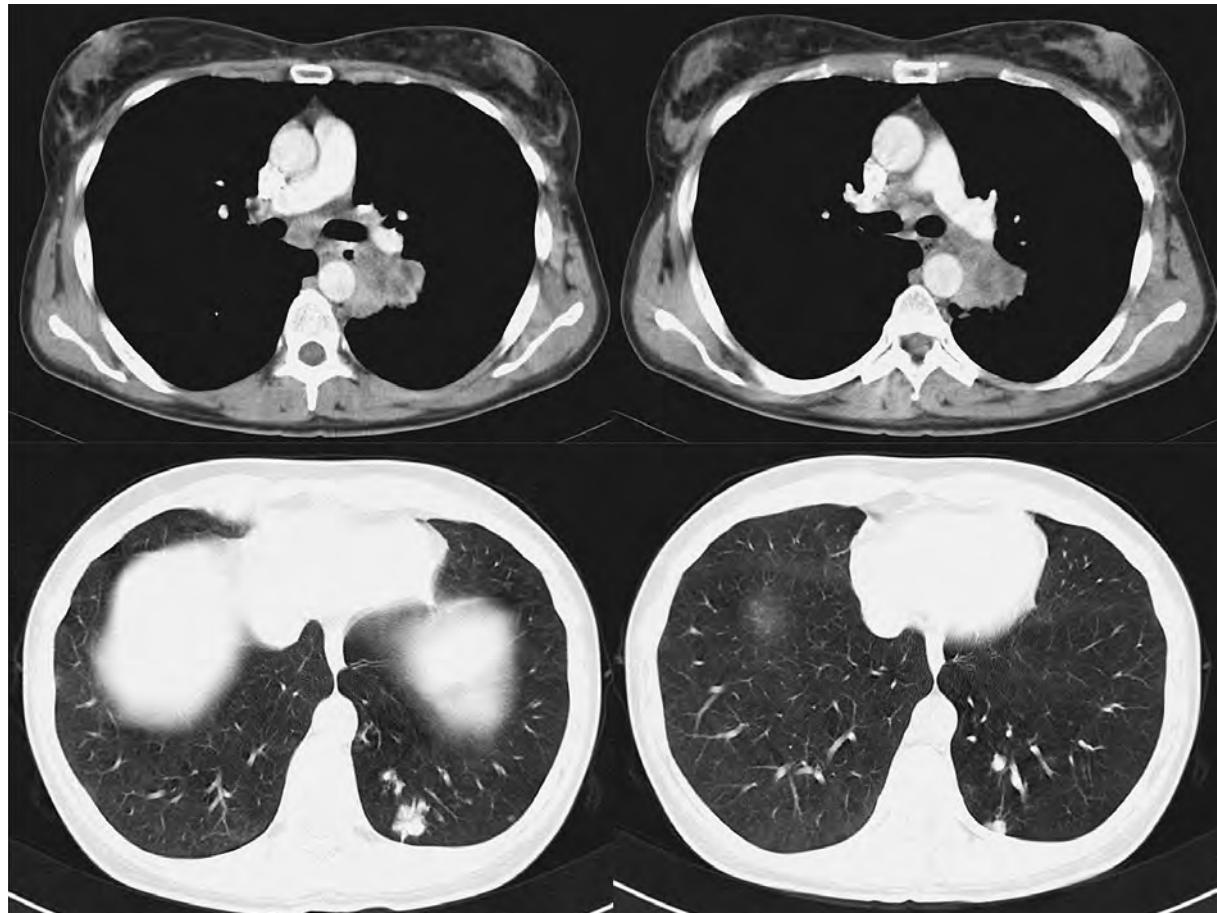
TC torácica inicial
